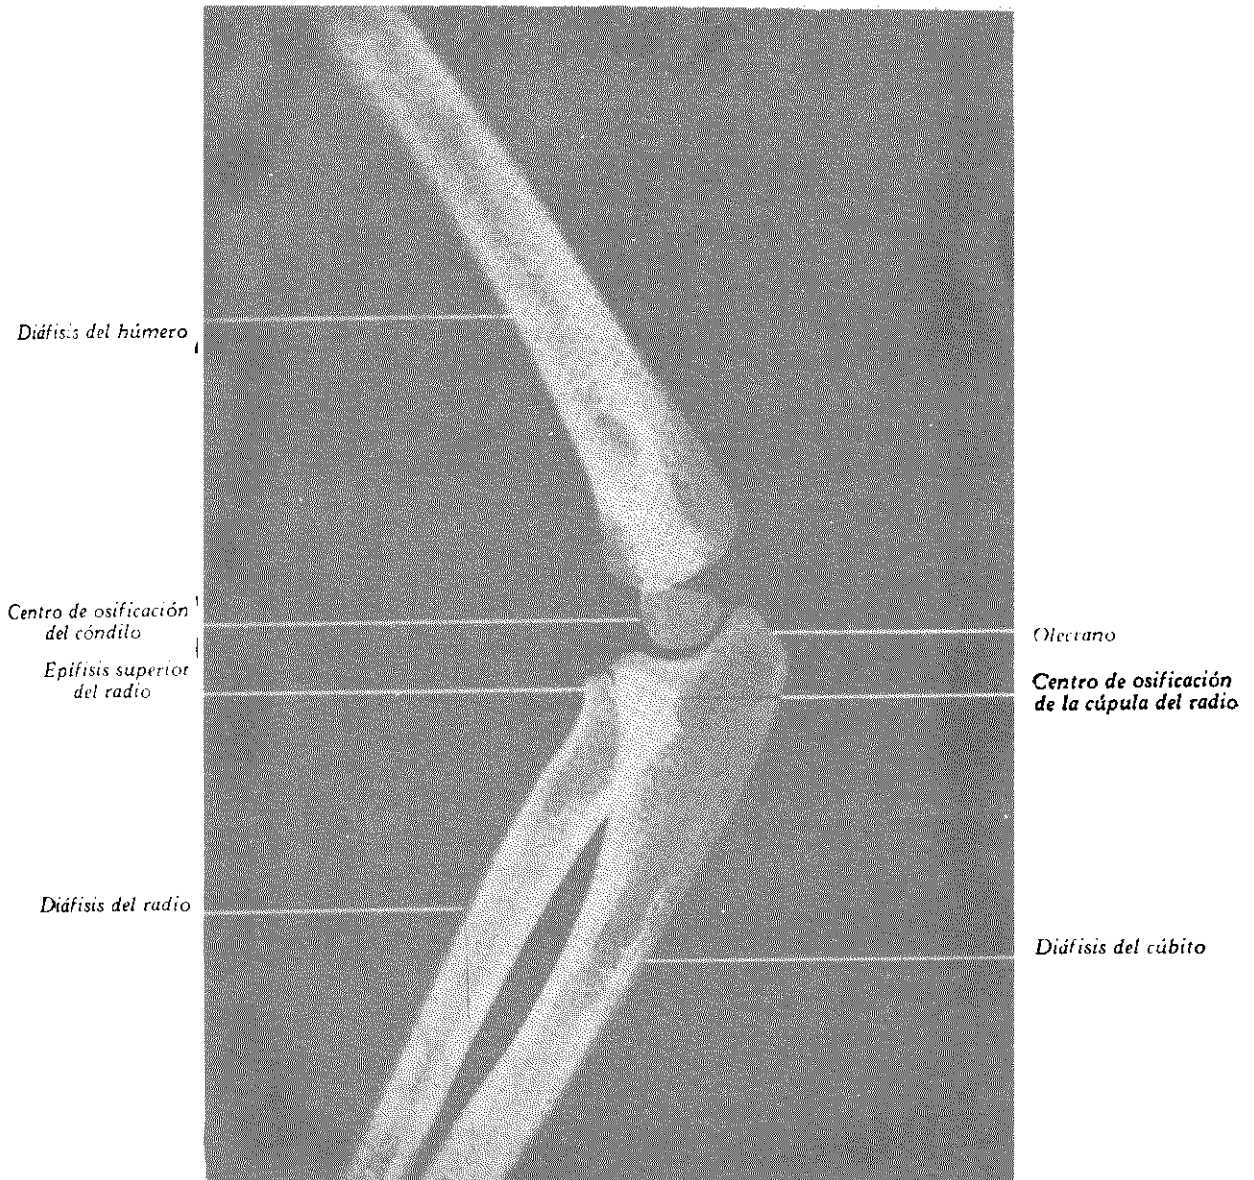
RADIOGRAFÍA LATERAL EXTERNA DEL CODO EN SEMIFLEXIÓN EN UN NIÑO DE 5 AÑOS.
